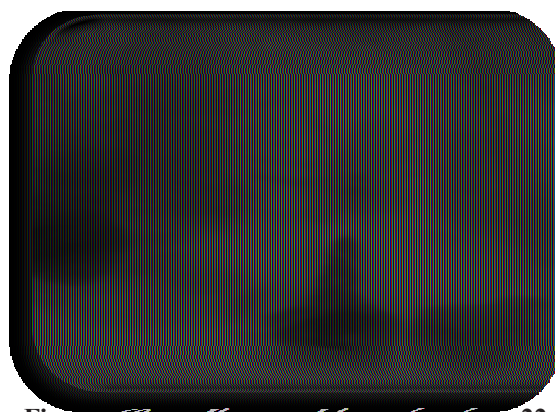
radiographie préopératoire de la 22
